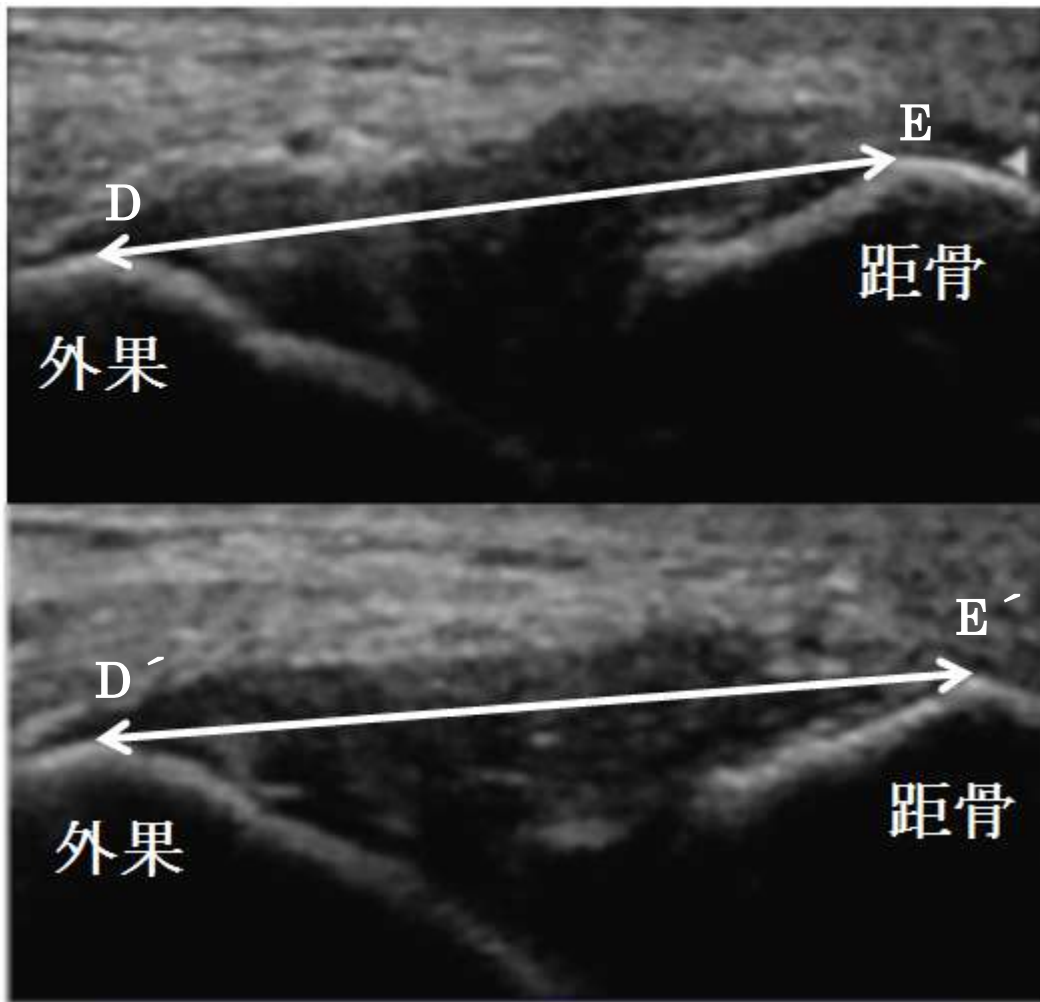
前方引き出しストレスをかけた時の超音波画像(ATFL 不全例)
